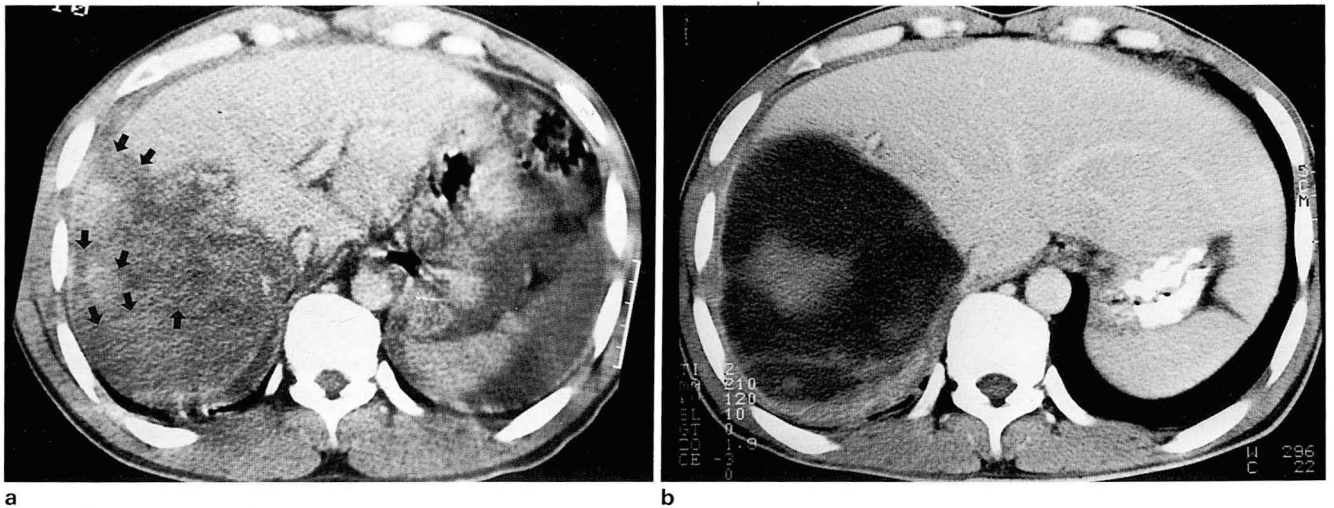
Axial CT scan of grade 4 hepatic injury managed conservatively.
